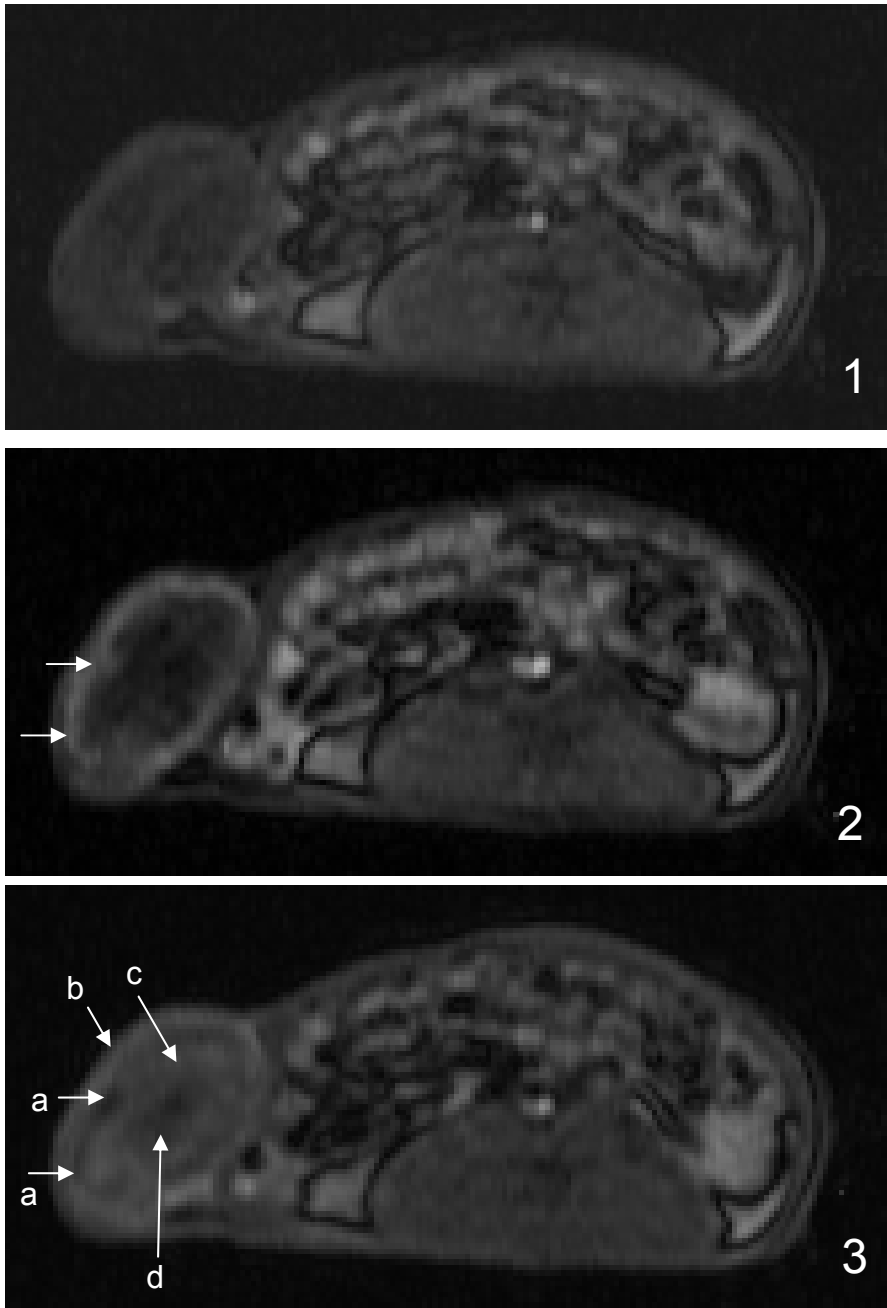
Dynamische MRT-Untersuchung (Gd-DTPA, T1 FLASH 3D), axiale Schichtorientierung, Ratte in Rückenlage mit Tumor in der rechten Flanke.
